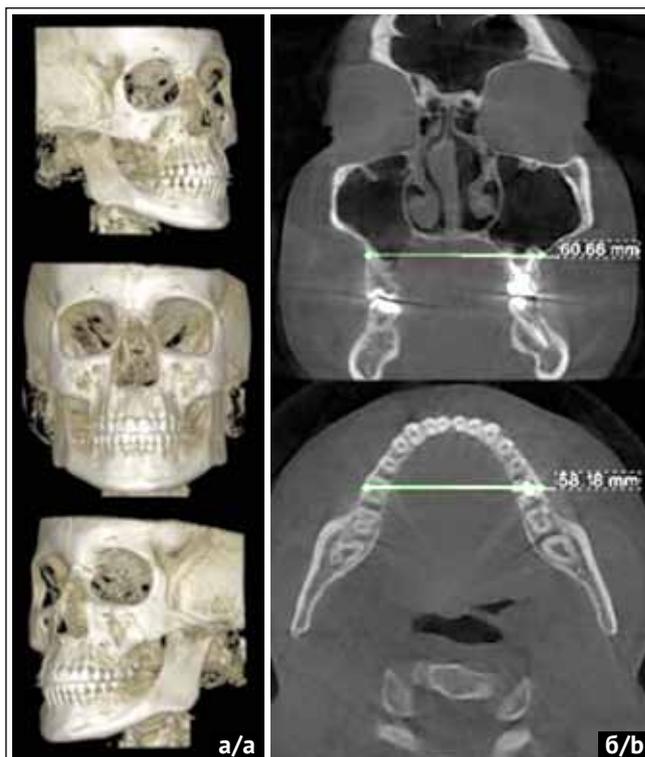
Рентгенологический контроль результатов лечения: а) объемный рендеринг; б) поперечные размеры верхней и нижней челюсти
